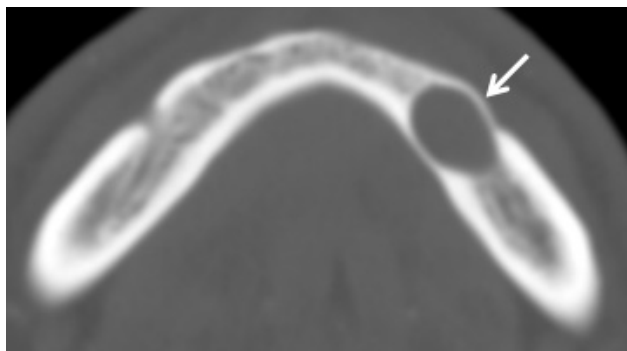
Cisto residual. Imagem axial de TC em janela óssea mostra uma imagem hipodensa bem definida, na vertente esquerda do corpo mandibular (seta). Não são visíveis peças dentárias (já extraídas).
